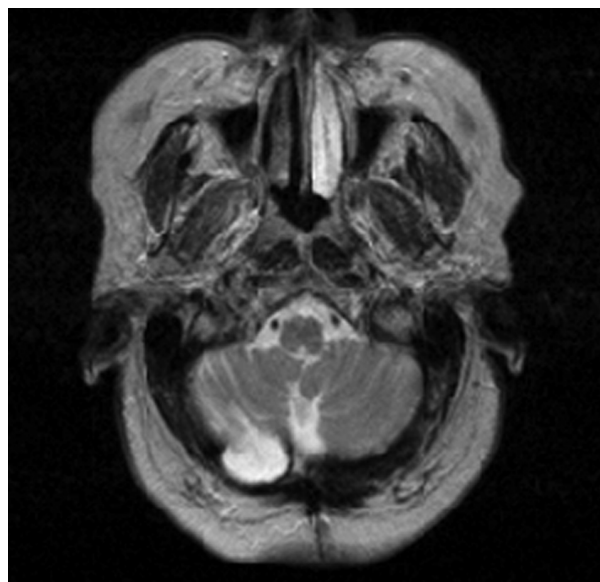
Caso 1: RMN de cerebro, corte axial: Se observa lesión tumoral en hemisferio cerebeloso derecho de 3 x 4,5 cms. que realza con galolinio, compatible con meningioma.
